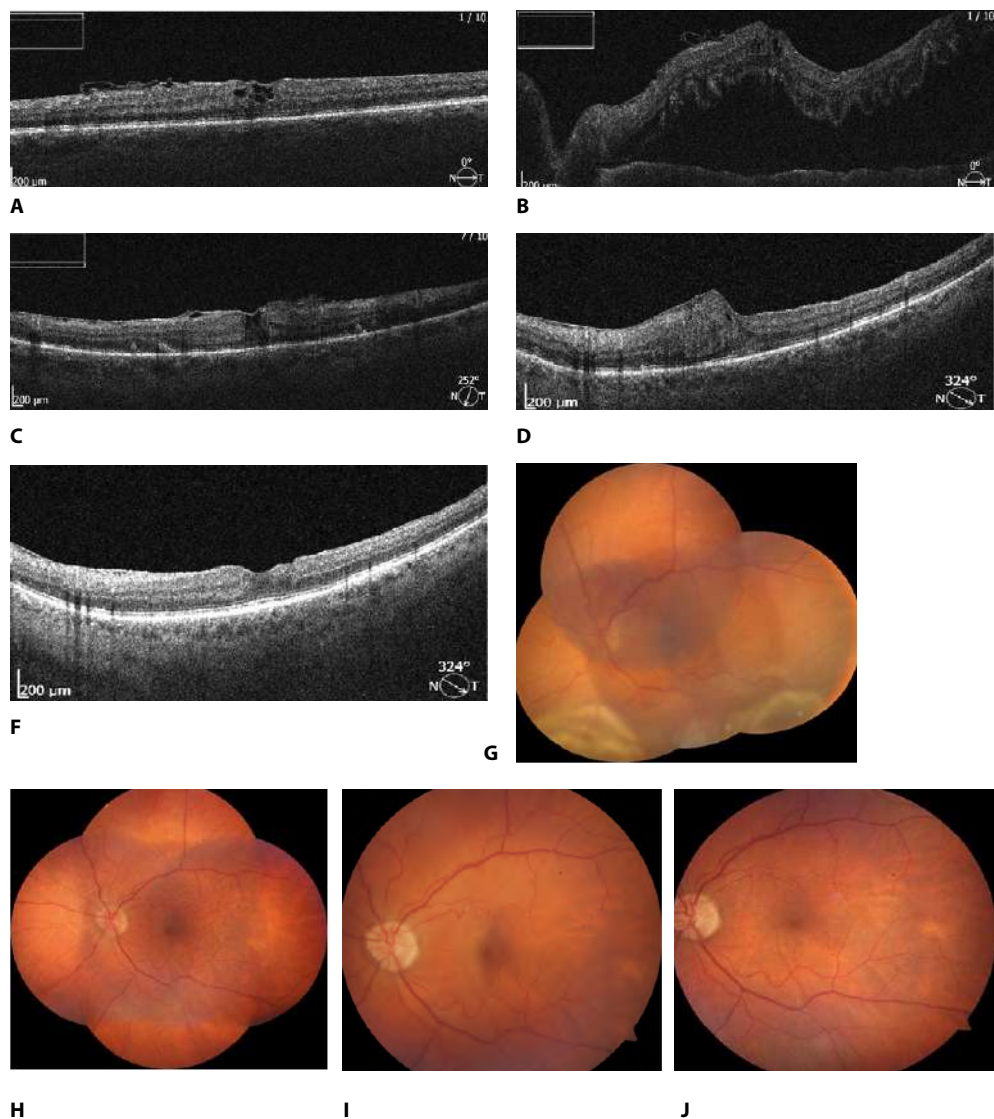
Оптическая когерентная томограмма и фоторегистрация глазного дна пациента К. с макулярным отверстием: А – через 3 недели после операции визуализируется инвертированный лоскут, МО закрыто; В – через 2 месяца после операции видна отслойка сетчатки; С – через 1 месяц после хирургии отслойки сетчатки нейрорепителий сетчатки прилежит, МО закрыто; D – через 3 месяца после повторной операции диагностирована эпиретинальная мембрана (ЭРМ); F – через 1 месяц после удаления ЭРМ восстановлен фовеальный профиль; G – отслойки сетчатки в нижней полусфере через 2 месяца после хирургии МО; H – через 1 месяц после повторного оперативного вмешательства сетчатка прилежит; I – визуализируется ЭРМ; J – через 3 дня после удаления ЭРМ
